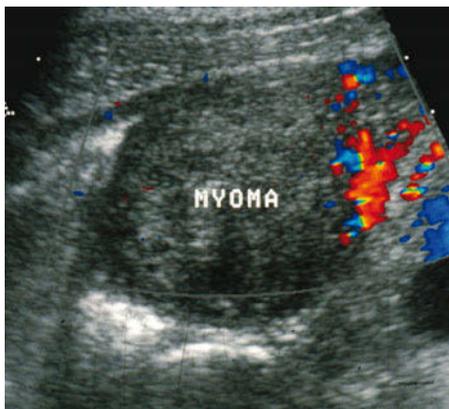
Dopplersonografisches Bild eines Myoms. [Quelle: Bluth et al., Ultrasound: A Practical Approach to Clinical Problems, Thieme, 2007]
